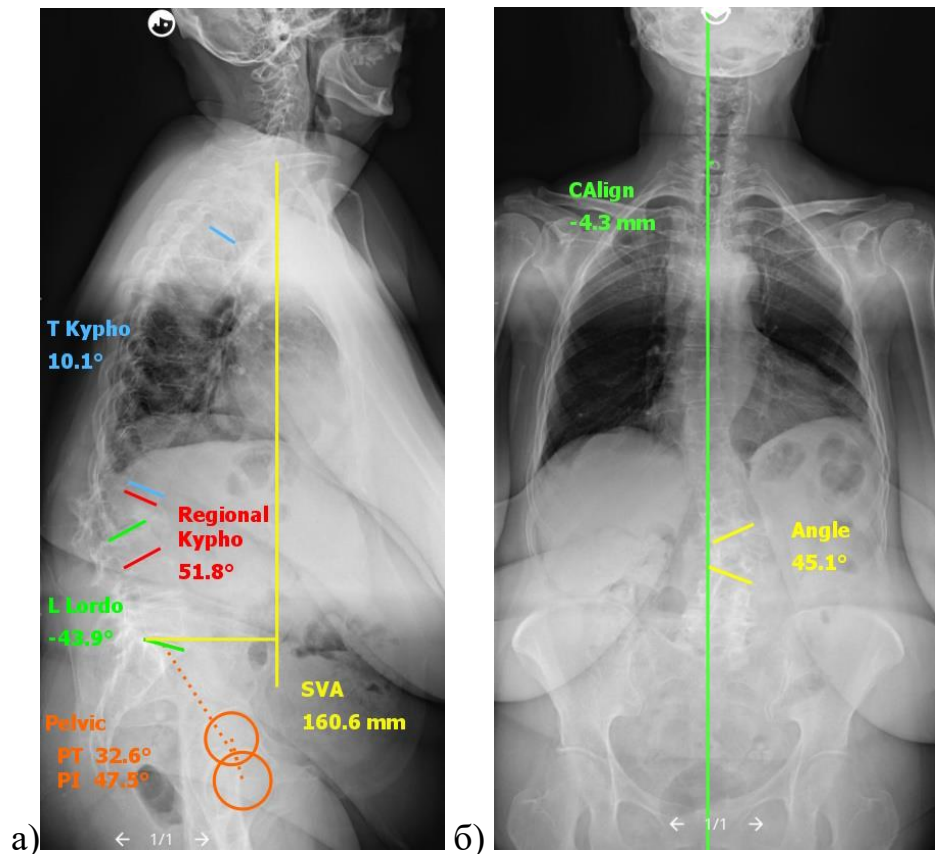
Пример измерения основных рентгенологических параметров пациентки Г., 56 лет при помощи программы Surgimar: а – телерентгенограмма до операции в боковой проекции. Определяется локальная кифотическая деформация  $51,8^\circ$ ; нарушение сагиттального баланса (SVA 160,6 мм); б – телерентгенограмма до операции в прямой проекции. Определяется локальная деформация во фронтальной плоскости  $45,1^\circ$
